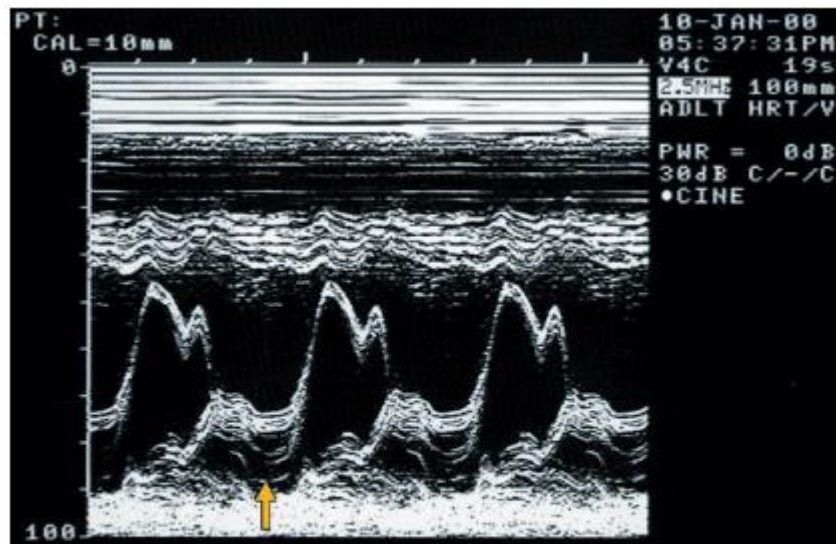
Ecocardiograma modo M de un prolapso valvular del velo posterior (flecha). Puede observarse el típico desplazamiento posterior de dicho velo hacia la aurícula izquierda.
